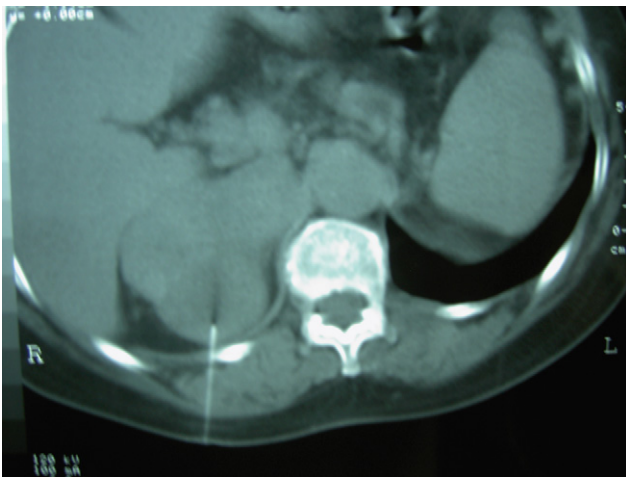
Punción aspiración guiada por TAC. En este caso se confirmó la existencia de carcinoma indiferenciado.
